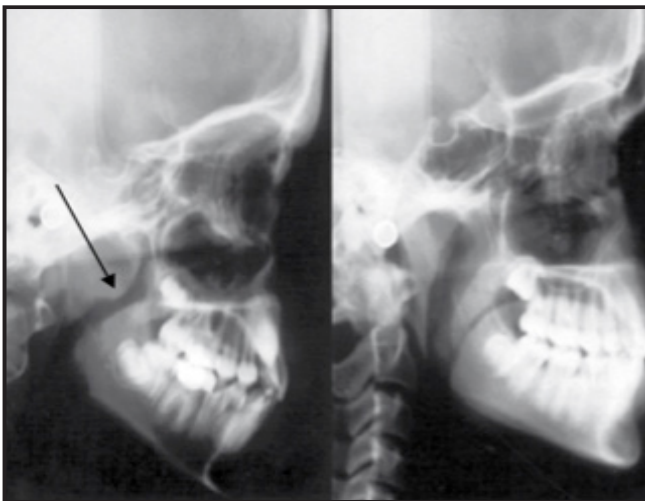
Téléradiographie de profil d'un respirateur buccal à gauche par rapport à un respirateur nasal à droite. Chez le respirateur buccal, l'espace radio clair est visible sous le palais, au niveau de la flèche noire. [11]
